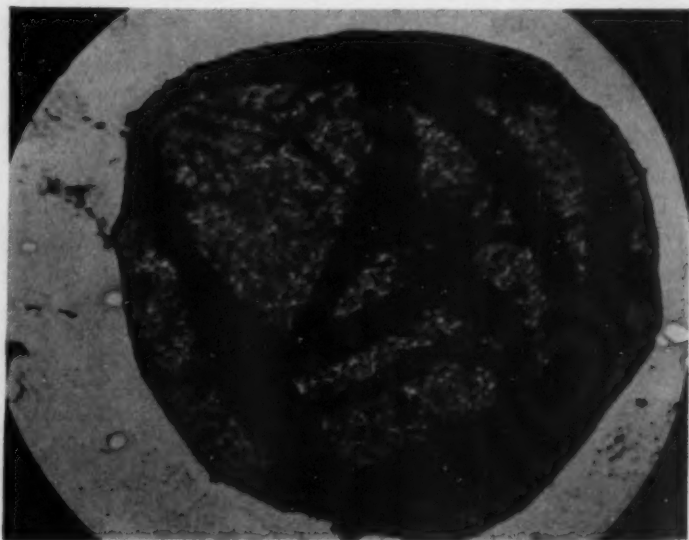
Normale Erythrozytenmembran eines mit 10 000 r röntgenbestrahlten und osmotisch hämolytierten Erythrozyten. Osmiumfixation. El. opt. 1: 9600. Aufnahme: Dr. Peters.
